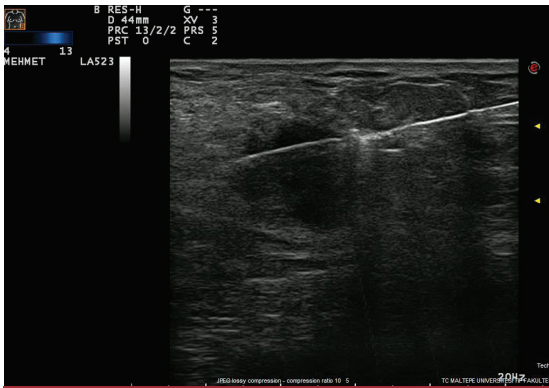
Memedeki 1.5cm çaplı solid hipokojen lezyondan ultrasonografi rehberliğinde tru-cut biyopsi işlemi. İşlem başlangıcında iğnenin ucu lezyonun dış konturunu hemen içinde izlenmektedir.
